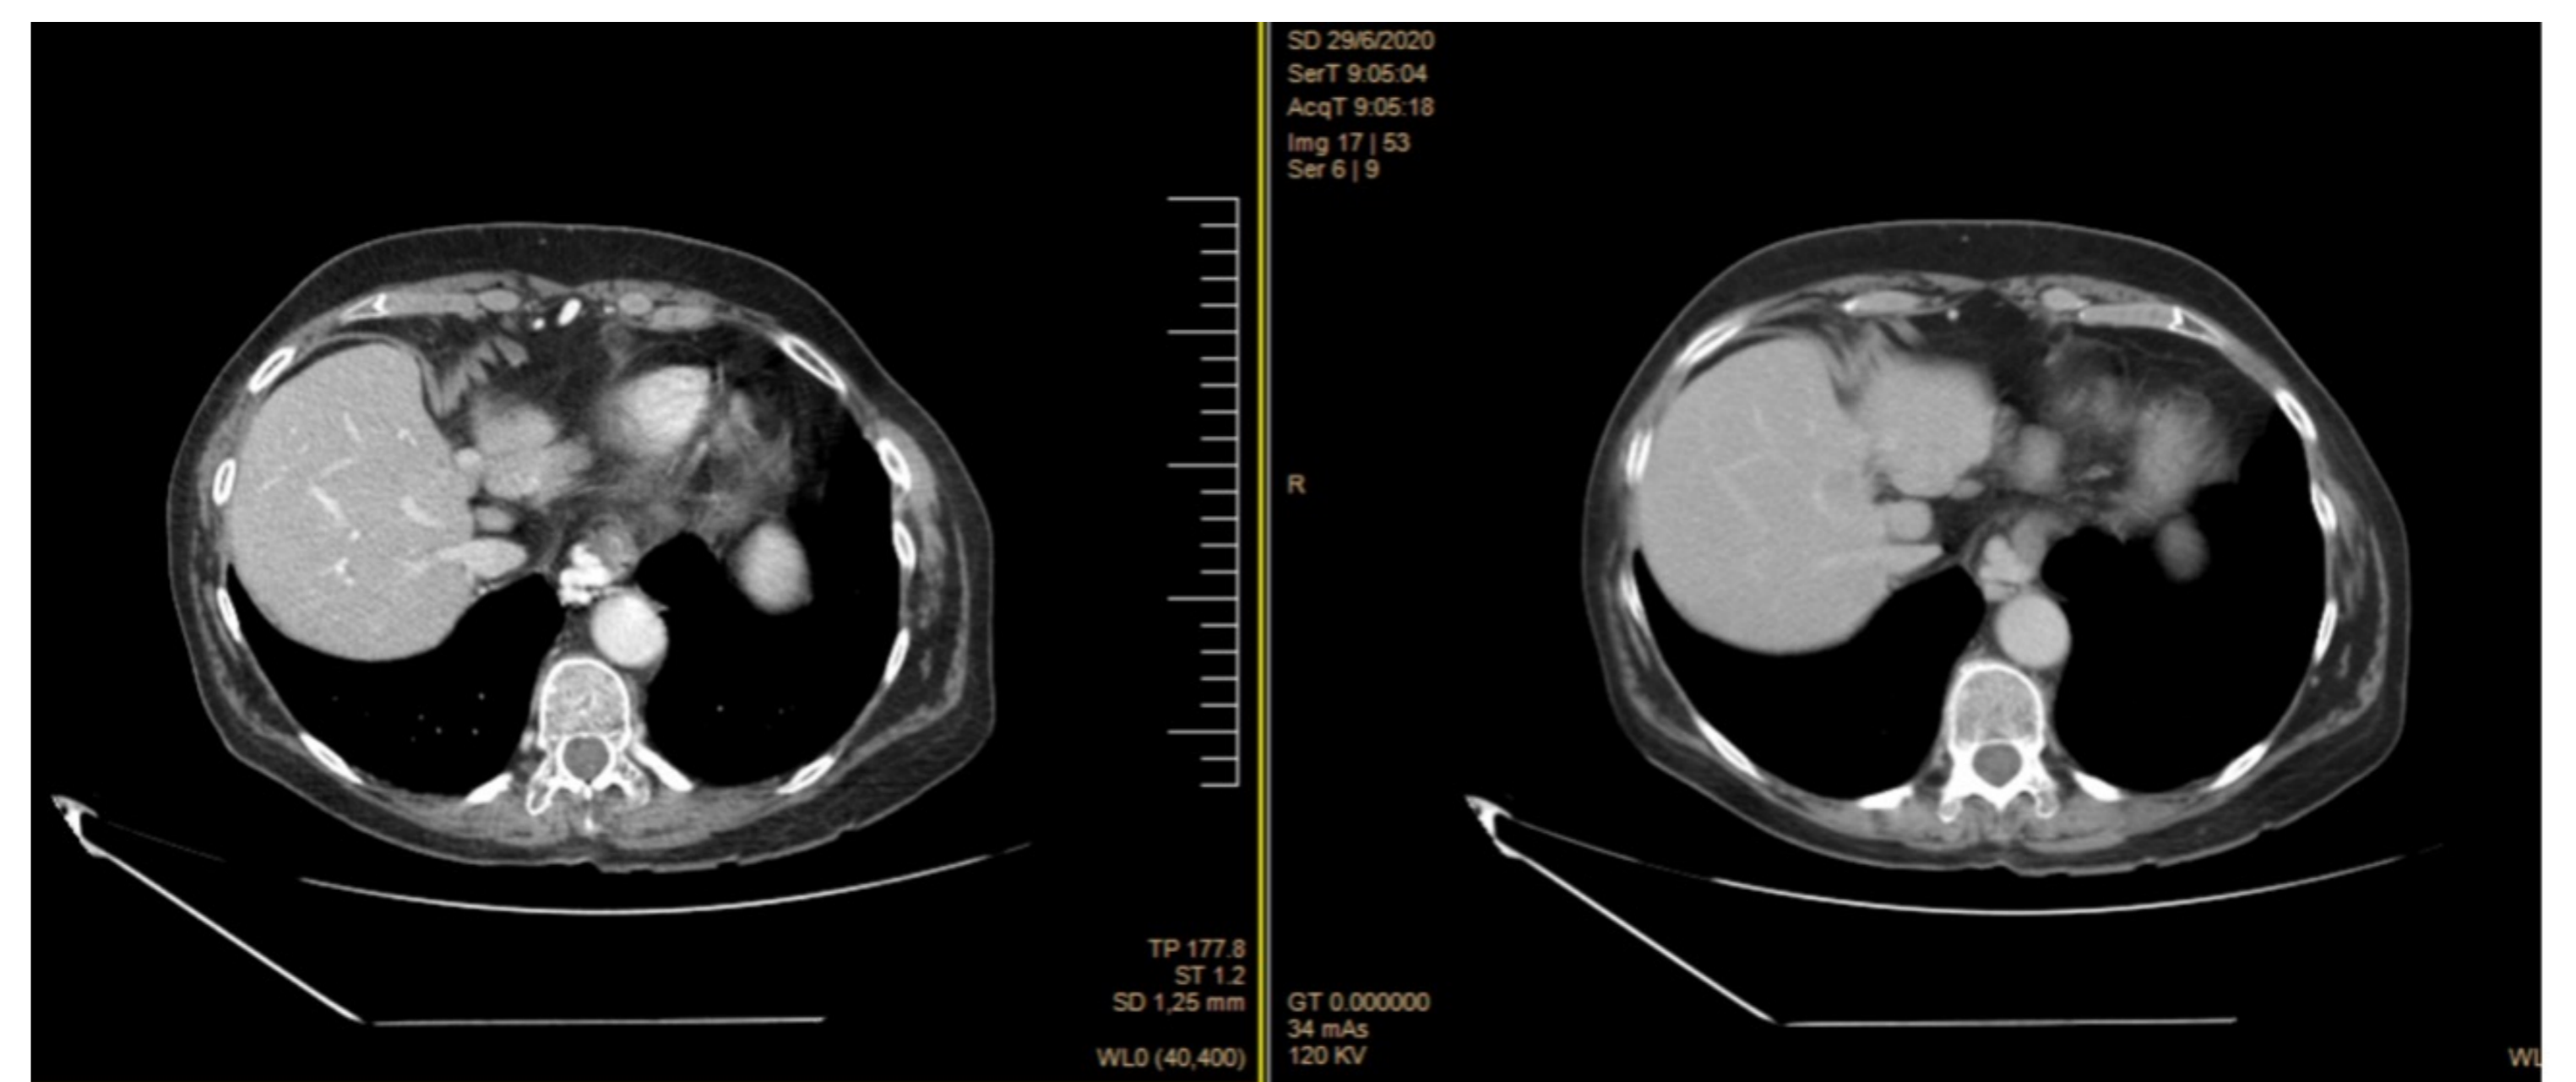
TC tóraco-abdominal junio 2020- Debut (hepatocarcinoma en s-IV hepático).
